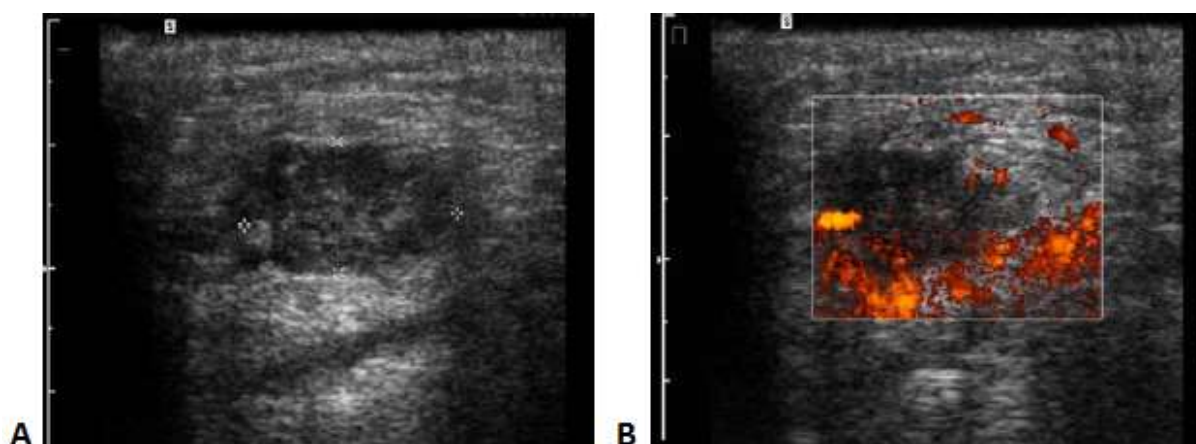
A. échographie cervicale montrant des adénopathies sous angulo-mandibulaire chez un patient porteur de CE.
